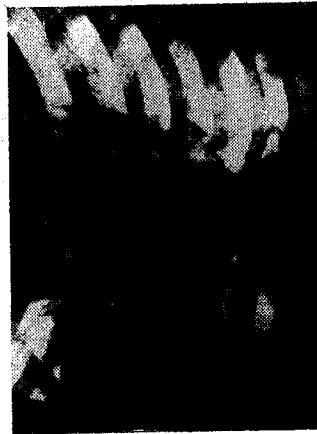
Radiografi direkte e torakxit. Nè pojin e sipein tè hijes sè maché inten sive duket hypertransparena faliforme ka rakteristike (symptomi i casqueto claro ose dekolimit tè membranés).
